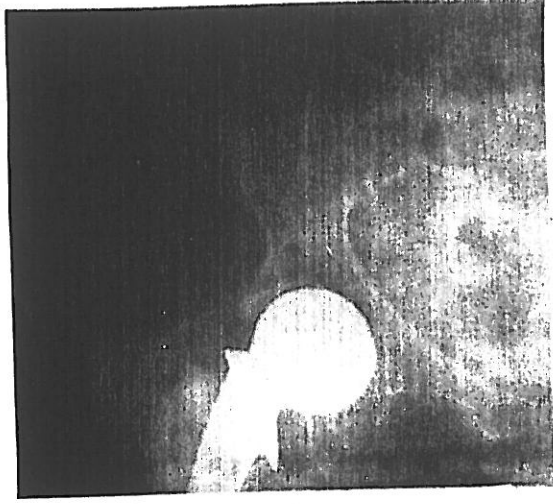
Vaka-8'in kırıktan 14 ay sonra total protez konulmuş haldeki kontrol grafisi görülmektedir.
